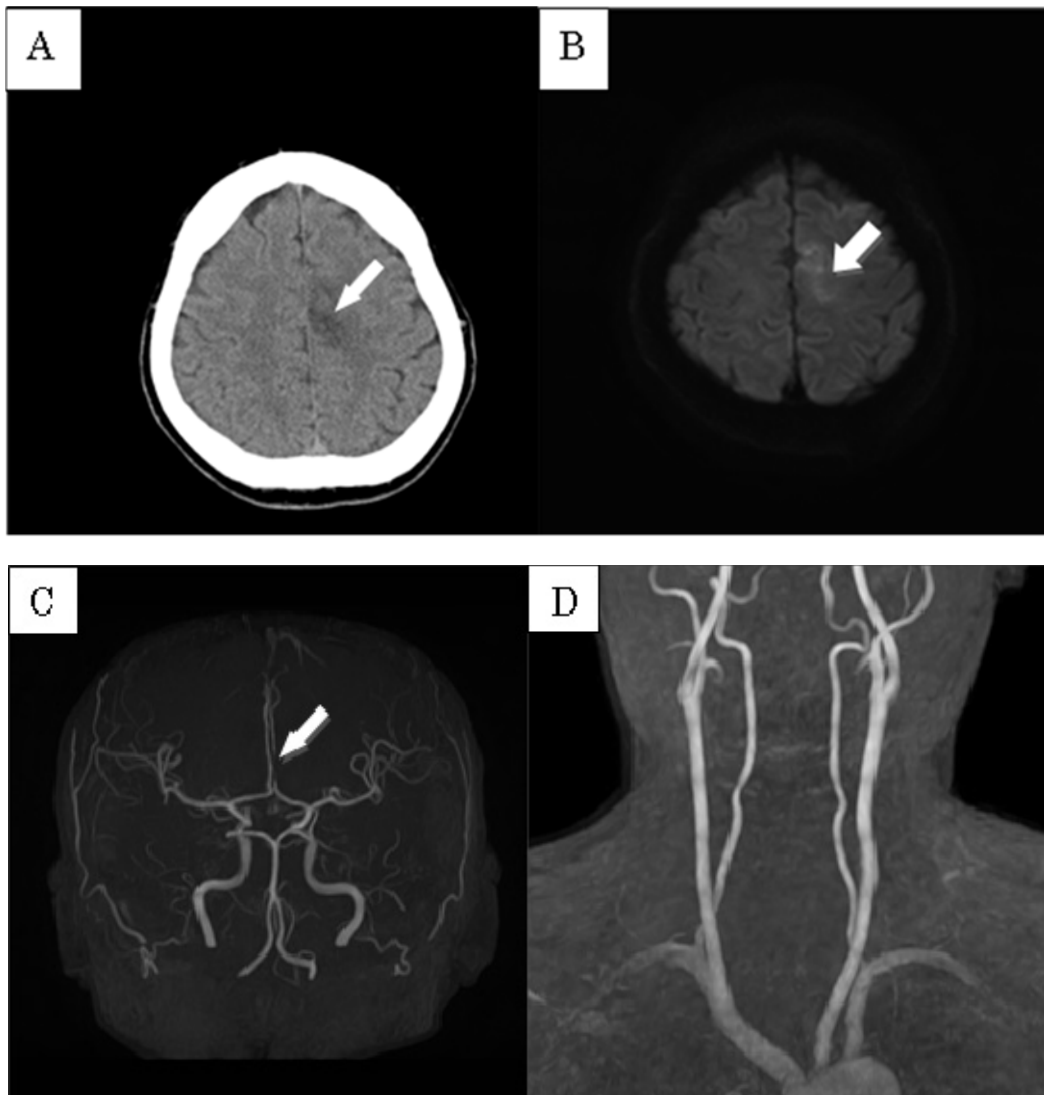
Head CT, head MRI diffusion-weighted image, head MRA and neck MRA
